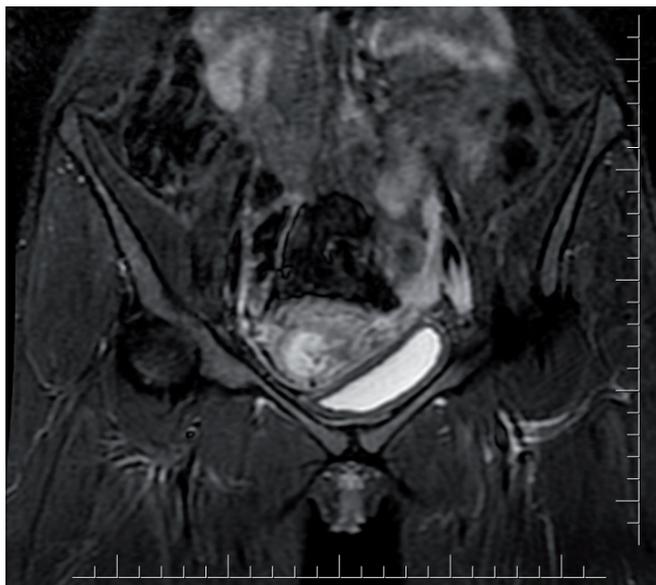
МРТ органов таза пациентки Ш.
